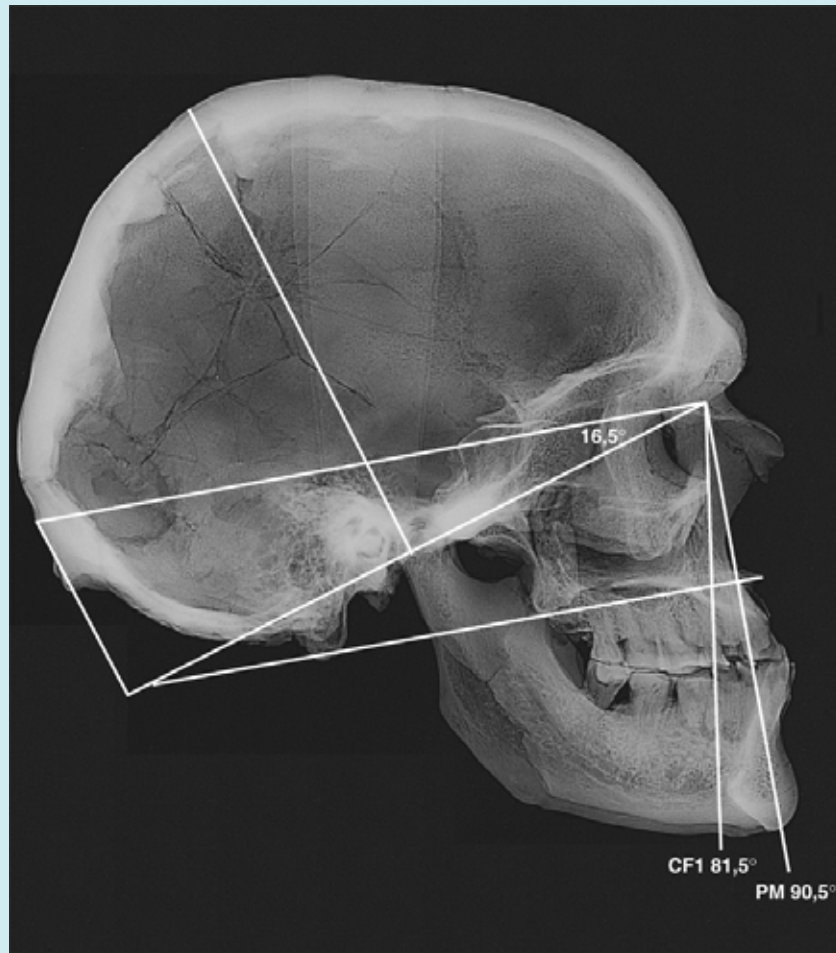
Analyse architecturale par téléradiographie de profil d'un crâne d'Afalou-Bou-Rhummel montrant une flexion occipitale active, © D. Hadjouis
